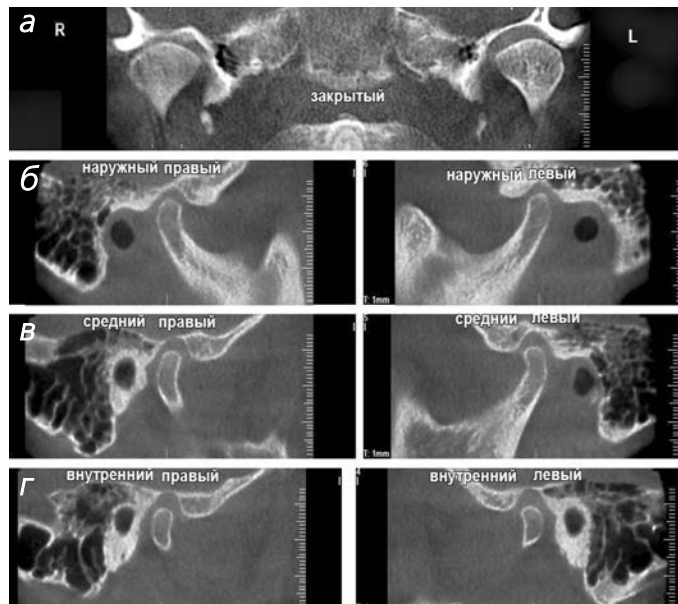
Конусно-лучевые компьютерные томограммы ВНЧС при закрытом рте пациента: срезы в прямой проекции (а), в боковой проекции для наружных (б), средних (в) и внутренних (г) отделов сустава
